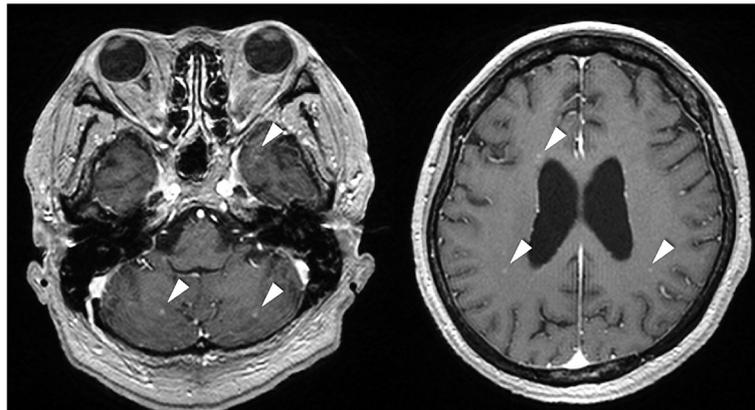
Gadolinium-enhanced T1-weighted MRI of the brain shows multiple high intensity lesions.
